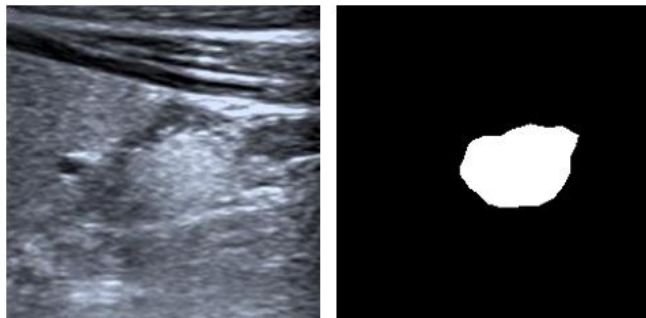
裁切后超声中的甲状旁腺和对应二值分割标签
